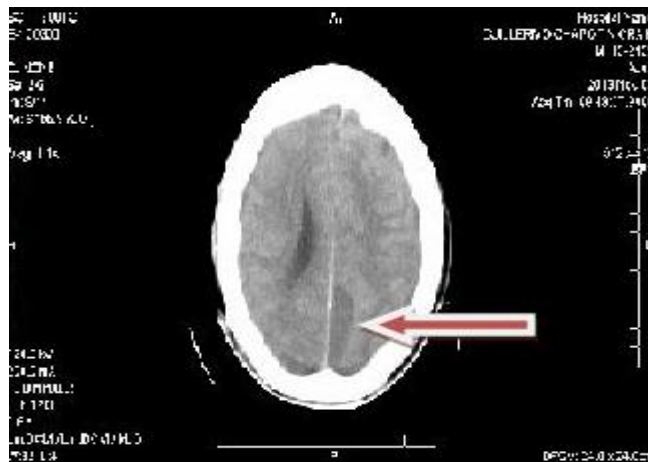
TAC de cráneo sin contraste con imagen hipodensa muy pegada a la hoz del cerebro de localización parieto-occipital izquierda con espesor de 18mm en relación con empiema cerebral ínterhemisférico
